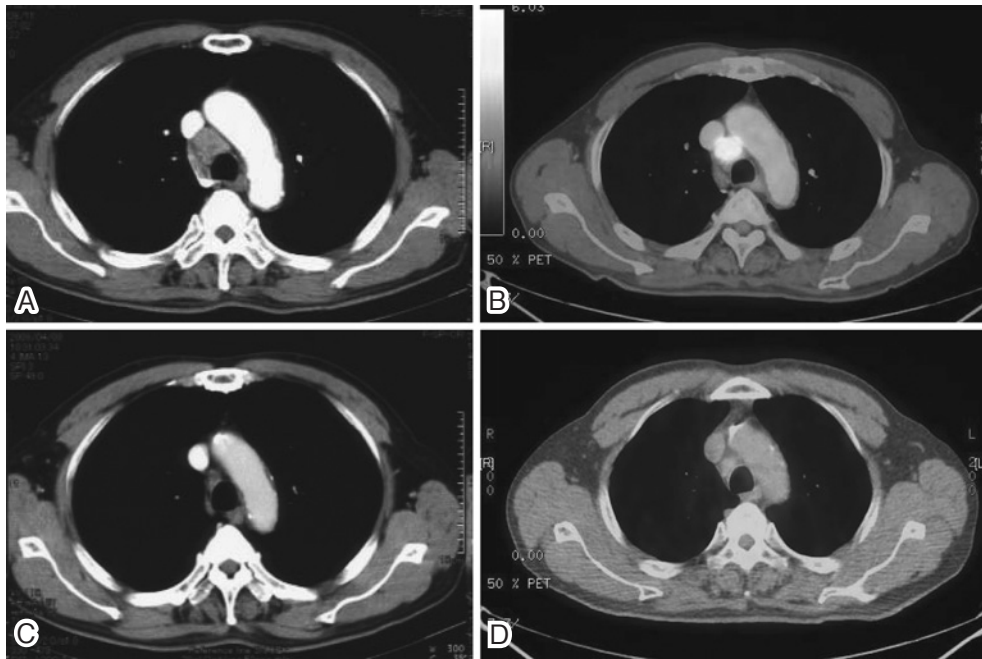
(A) Chest CT on first admission shows a swelling mediastinal lymph node. (B) FDG-PET CT shows accumulation of FDG in the mediastinal lymph node. (max SUV = 8.47) (C) Chest CT after 6 courses of chemotherapy shows reduction of mediastinal lymph node swelling. (D) FDG-PET CT shows accumulation of FDG slightly persisting after 4 courses of chemotherapy. (max SUV = 4.01)
